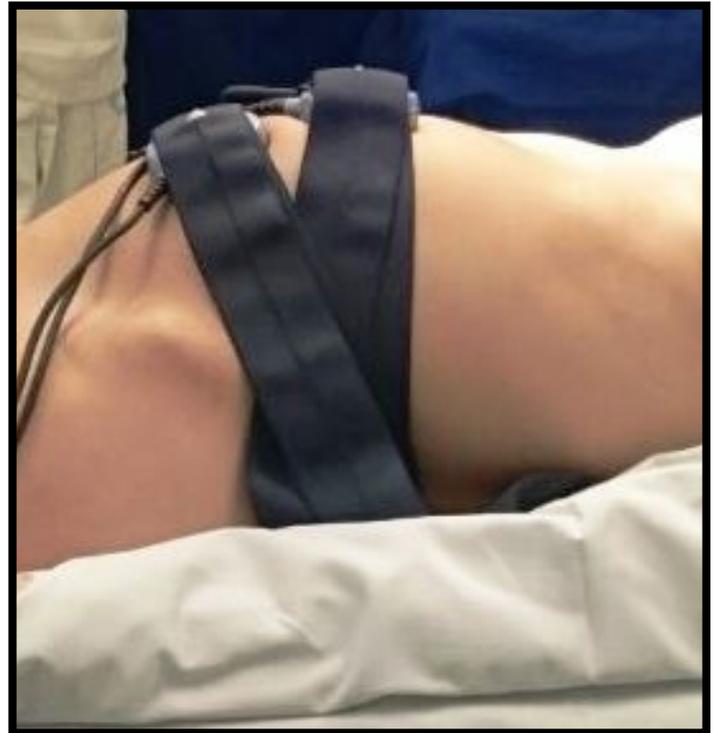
Electrodo del cardiotocógrafo Bistos® BT-300 fijados con una cinta elástica para monitorización de la frecuencia cardíaca fetal y de la dinámica uterina.
